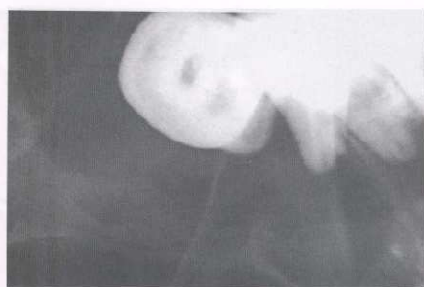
La evidente disposición de trabéculas rectangulares en la estructura interna del tumor es determinada en la radiografía periapical. Obsérvese la reabsorción radicular del primer premolar inferior.
